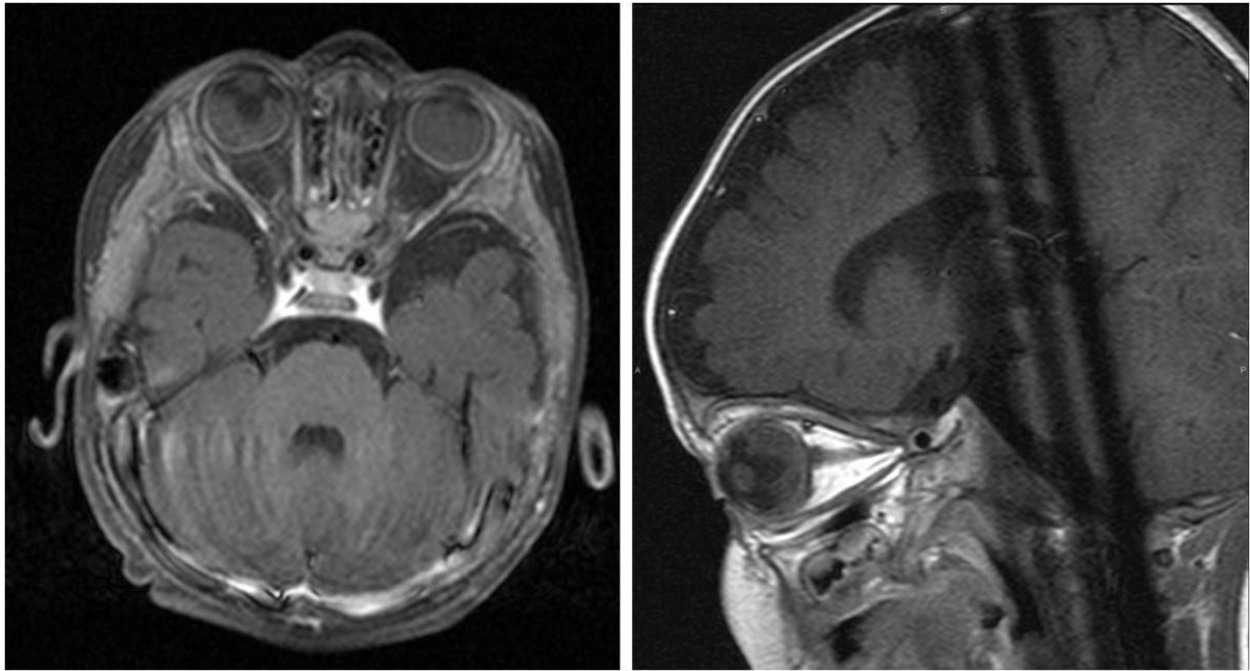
Niño de 8 meses con retinoblastoma bilateral asociado a desprendimiento de retina. No se identificaron signos sospechosos de infiltración del nervio óptico en la RM con gadolinio, pero el estudio anatomopatológico demostró invasión del nervio óptico prelaminar en el ojo derecho.
